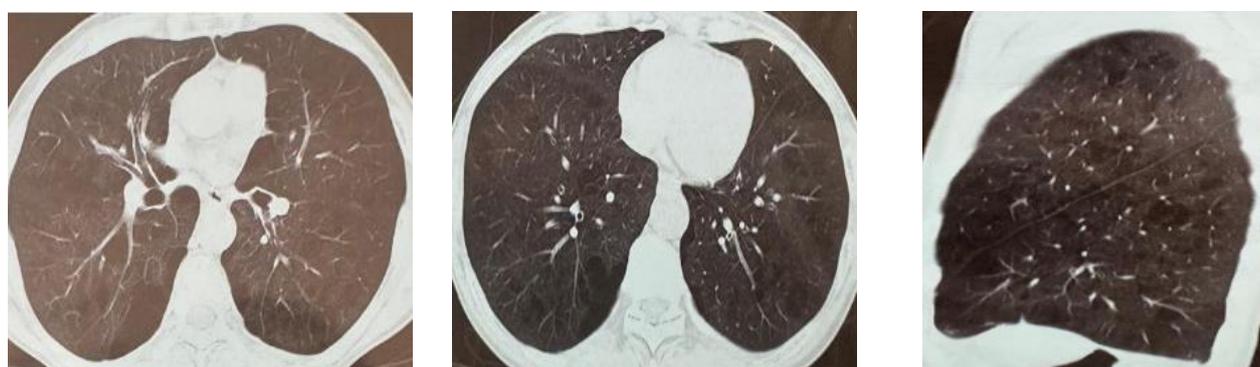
Компьютерная томография органов грудной клетки пациента К., 67 лет
